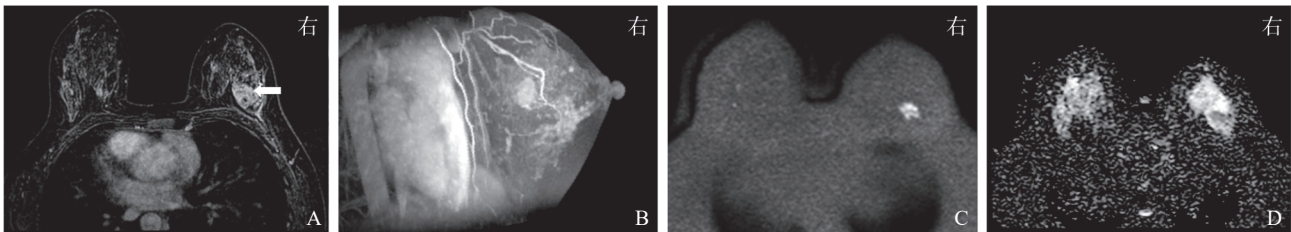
右侧乳腺浸润性癌MRI简化序列图像(患者,女性,34岁)
